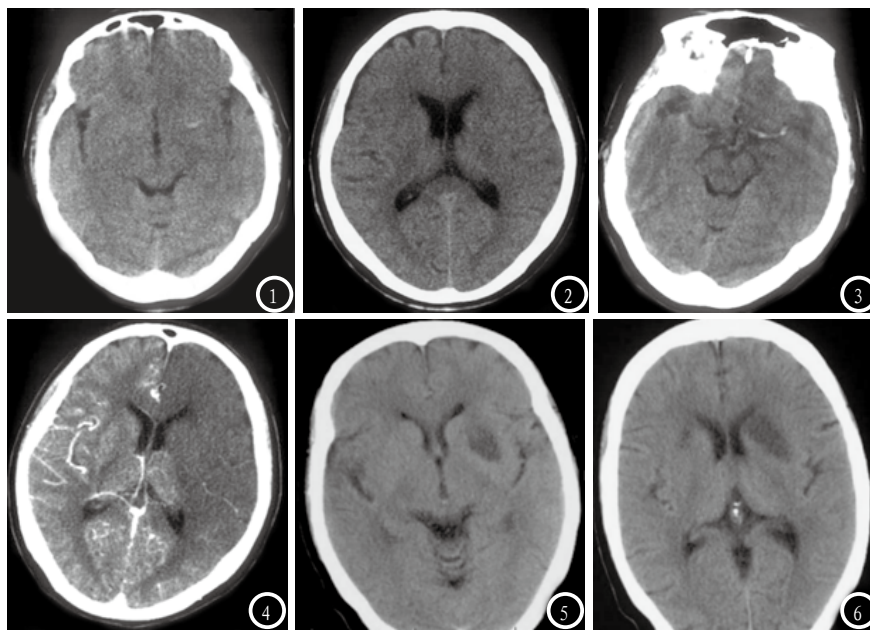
动脉闭塞性脑梗死发病1h CT平扫未见病灶。图3-4 动脉闭塞性脑梗死起病4小时，左侧大脑中动脉供血区密度稍低，灰白质界限不清，脑沟变浅。增强扫描显示左侧大脑中动脉闭塞。图5-6 左侧基底节梗死发病>24h闭塞血管供血区低密度，同时累及灰白质。
